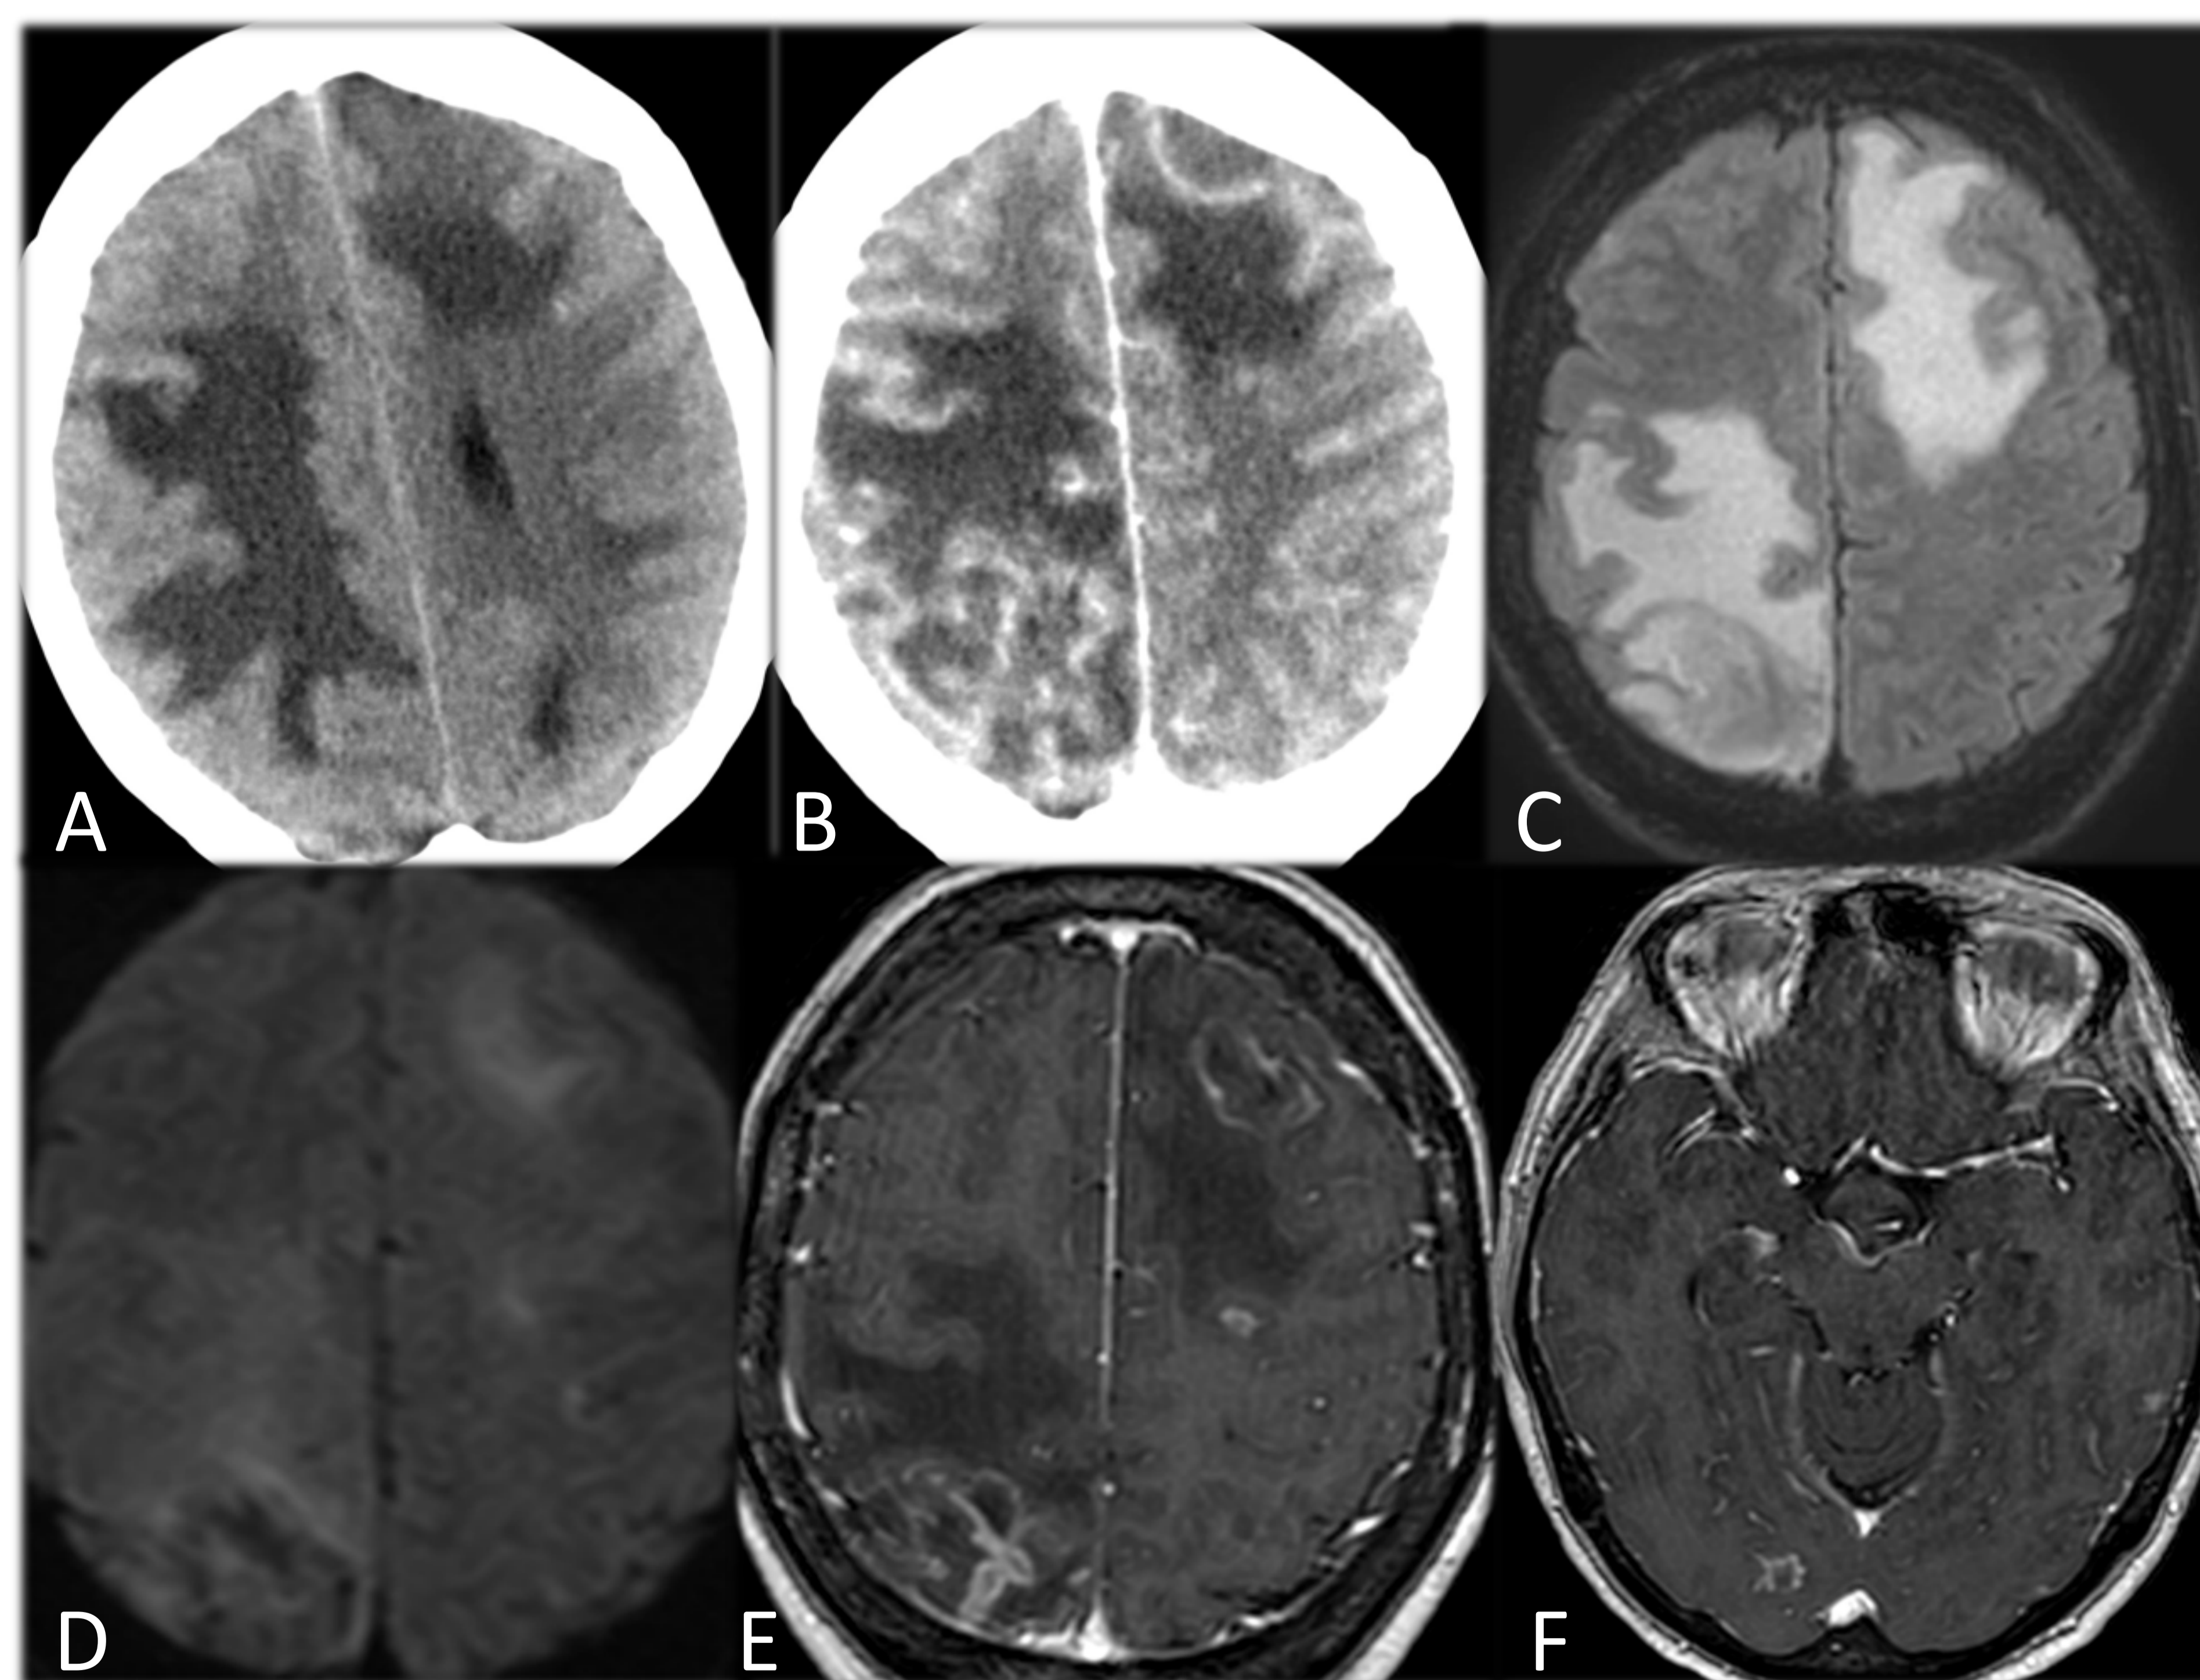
TOXOPLASMOSIS. A: TC sin CIV. B: TC con CIV. Lesiones focales, frontal izquierda y occipital derecha, con realce periférico anular y marcado edema perilesional. C: RM FLAIR. D y E: RM DIFUSIÓN. F y G: RM T1 CON CIV. Lesiones focales corticosubcorticales, en región frontal izquierda y occipital derecha, hiperintensas en FLAIR, con marcado edema en sustancia blanca perilesional. Se observa restricción a la difusión periférica y realce anular tras la administración de contraste paramagnético. Se identifican otras lesiones focales milimétricas similares (temporal).
